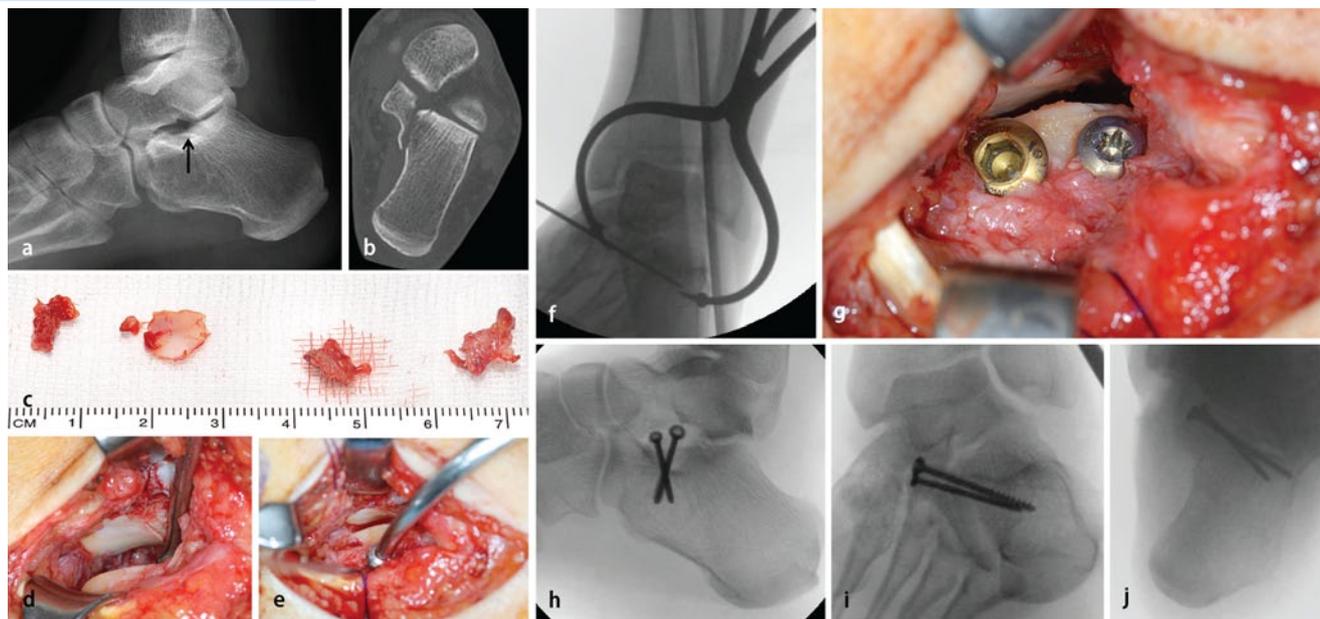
▲ a Frakturen des Sustentaculum tali sind in den konventionellen Röntgenaufnahmen oft nur durch eine unregelmäßige Kontur des Sustentaculum zu erahnen (*Pfeil*). Die Computertomographie (b) zeigt die Depression des Sustentaculumfragments, die Beteiligung der lateralen Wand und kleinste Intermediärfragmente, die die Reposition behindern und zunächst entfernt werden (c). d Die Anhebung der Gelenkimpression erfolgt über einen direkten medialen Sustentaculumzugang nach Zwipp. e–f Hierzu werden die M.-tibialis-posterior- und M.-flexor-digitorum-longus-Sehnen beiseite gehalten. Die Reposition erfolgt mithilfe einer übergreifenden Repositionszange. g–j Zur Stabilisierung der Fraktur werden 2 Schrauben, in diesem Falle je eine vom 3,5- und 2,7 mm-Instrumentarium verwendet. (Modifiziert nach [47])
